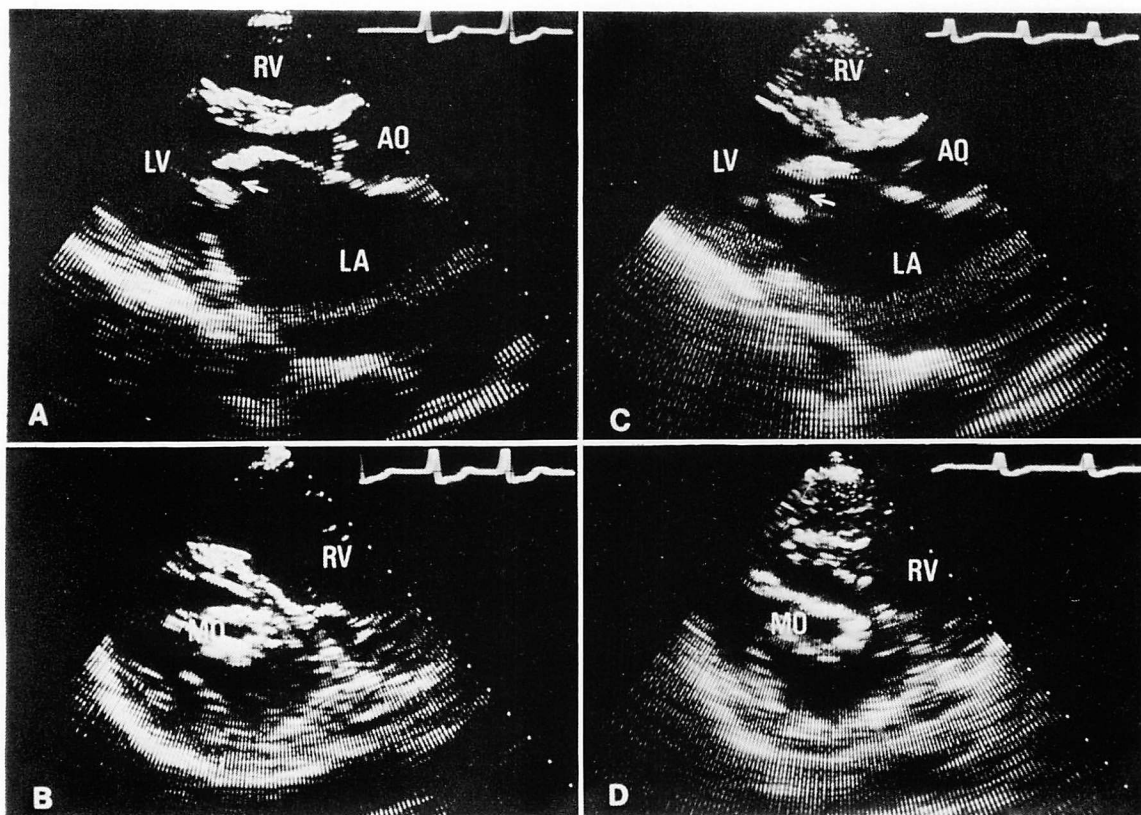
Long- and short-axis views of the 2D echocardiograms in a patient with open mitral commissurotomy (OMC).
